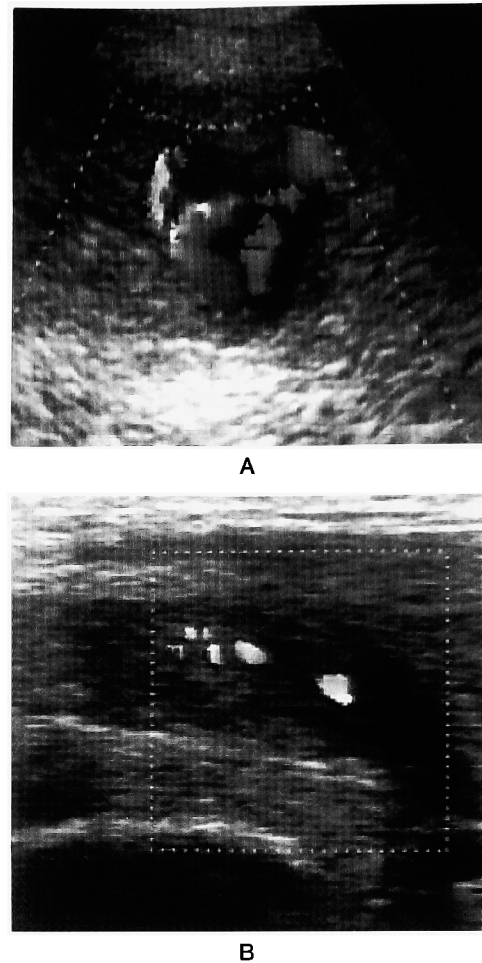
Color Doppler ultrasound study. A: before embolization, B: after embolization.
